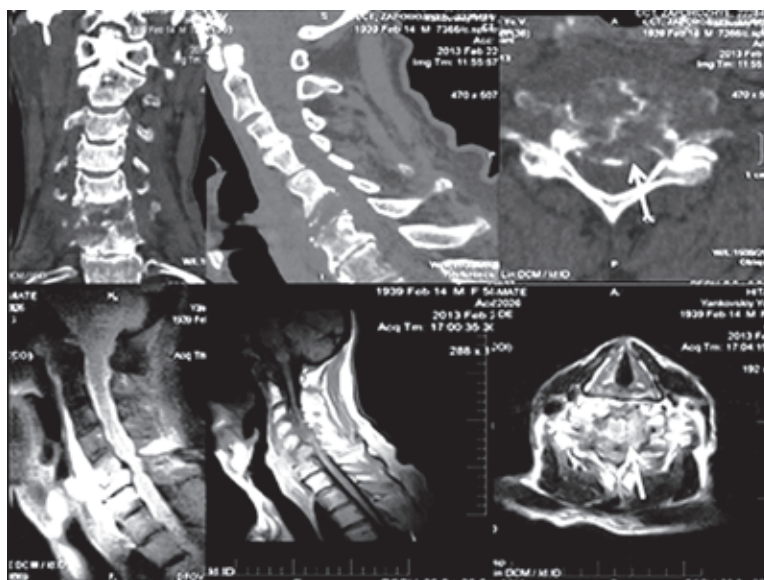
КТ и МРТ (STIR, T1-, T2ВИ) во фронтальной, сагиттальной и аксиальной плоскостях 64 летнего больного с раком предстательной железы. На КТ определяется метастатическое поражение тел С6 и С7 с патологическим компрессионным переломом тела С6, в котором имеется несколько крупных очагов деструкции, а также краевая деструкция его задней стенки, особенно левой (белая стрелка). На МРТ визуализируется только размытость и нечеткость контуров в этом участке (стрелка)
